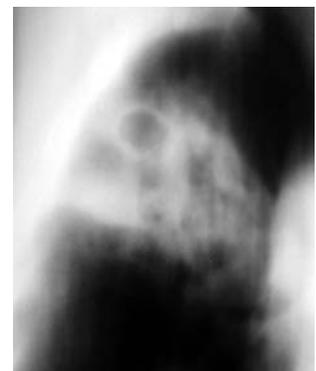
Фрагмент томограммы правого легкого в прямой проекции (начало 2005 г.).
